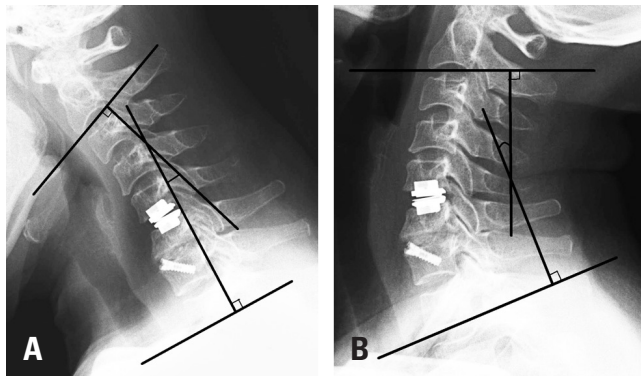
The Cobb angle between the inferior endplates of C2 and C7 was measured. The overall cervical (C2–7) range of motion was calculated by the difference of the Cobb angles between cervical lateral full flexion (A) and extension (B) radiographs.
